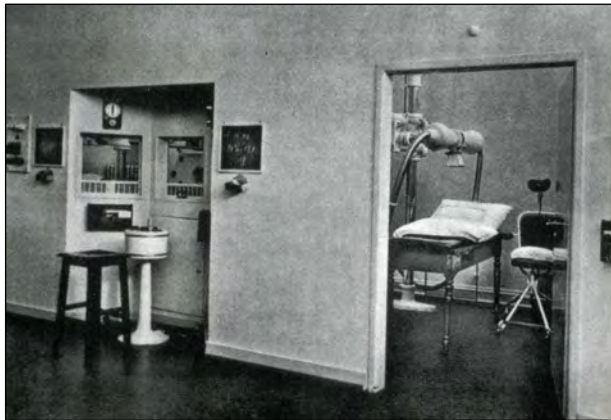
Röntgenabteilung des Bürgerhospitals um 1930
